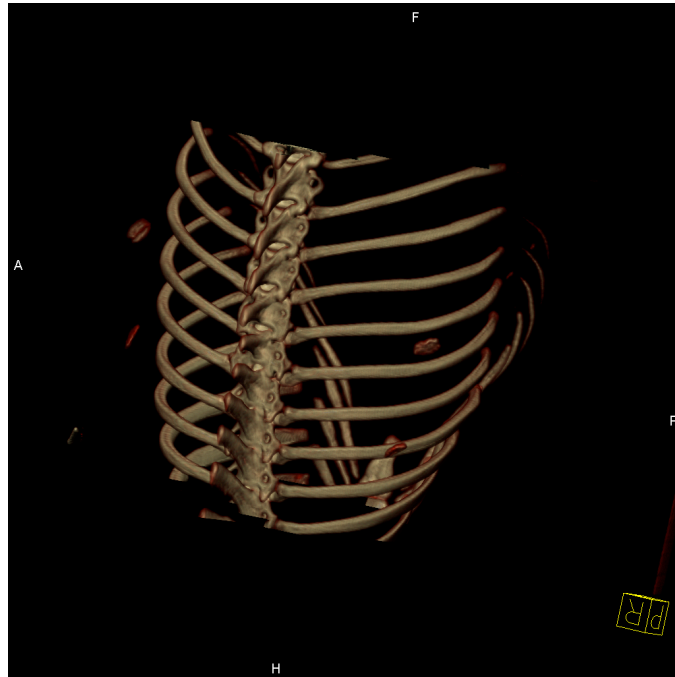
3-D Rekonstruktion anhand der *in-vivo*-CT Daten nach 5 Wochen, der ektopen Implantate, teilweise mit beginnender Knochenneubildung, teilweise mit bereits beginnender Degradation/Resorption.
